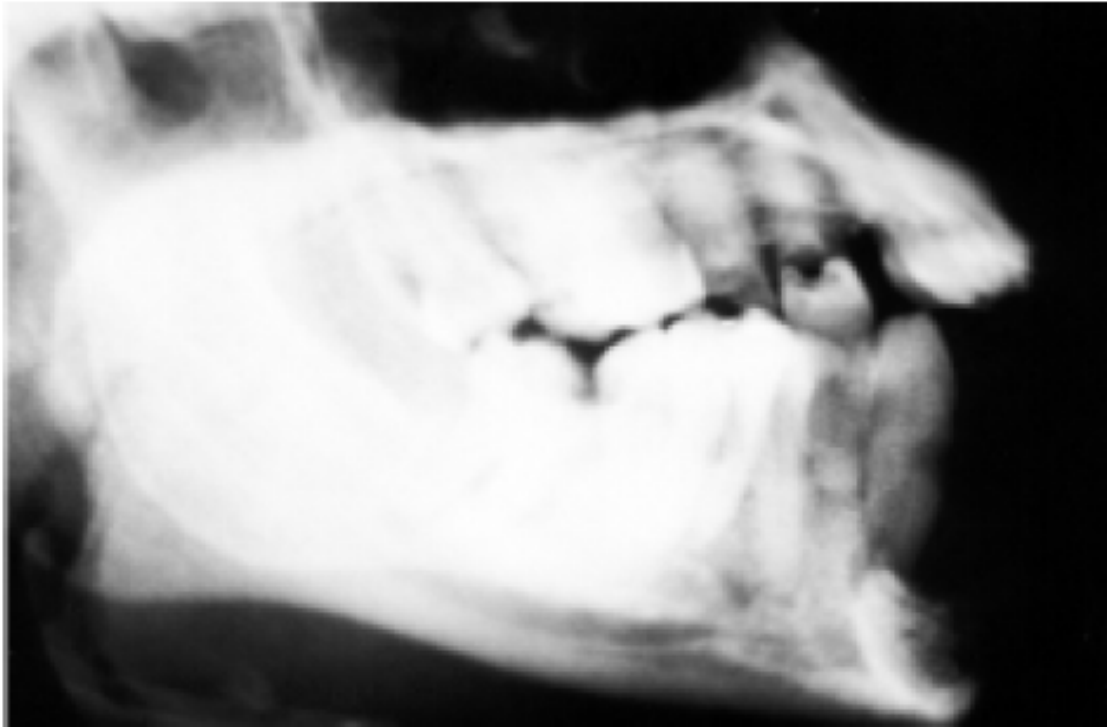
Radiografia de perfil - mostra osteólise difusa na região anterior da mandíbula.
